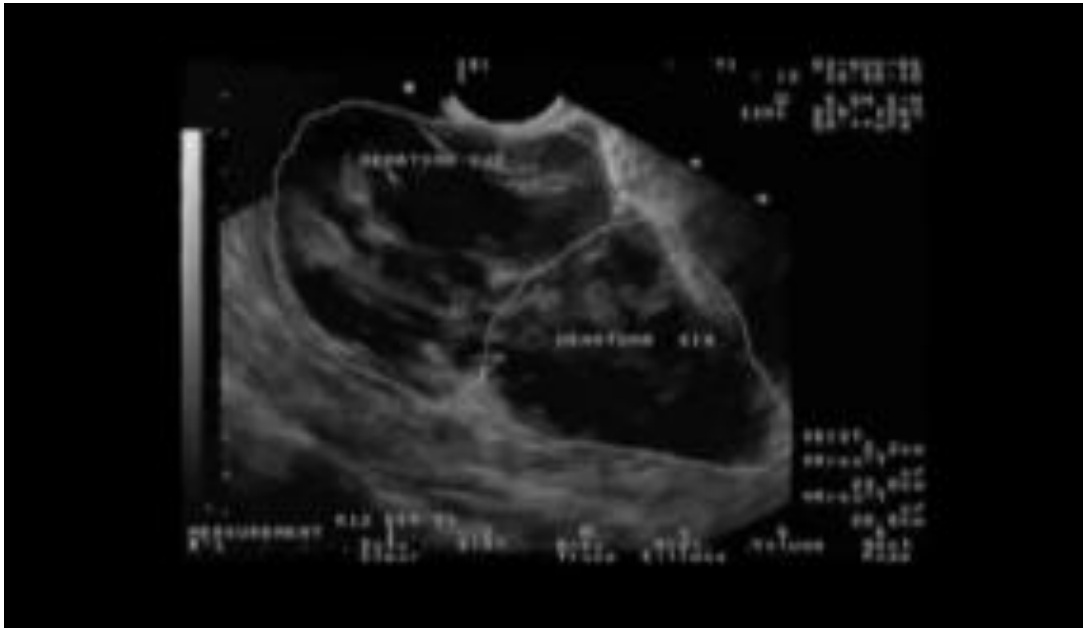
2-х камерная гематома пузырно-маточного пространства 7-е сутки после кесарева сечения (УЗИ)
